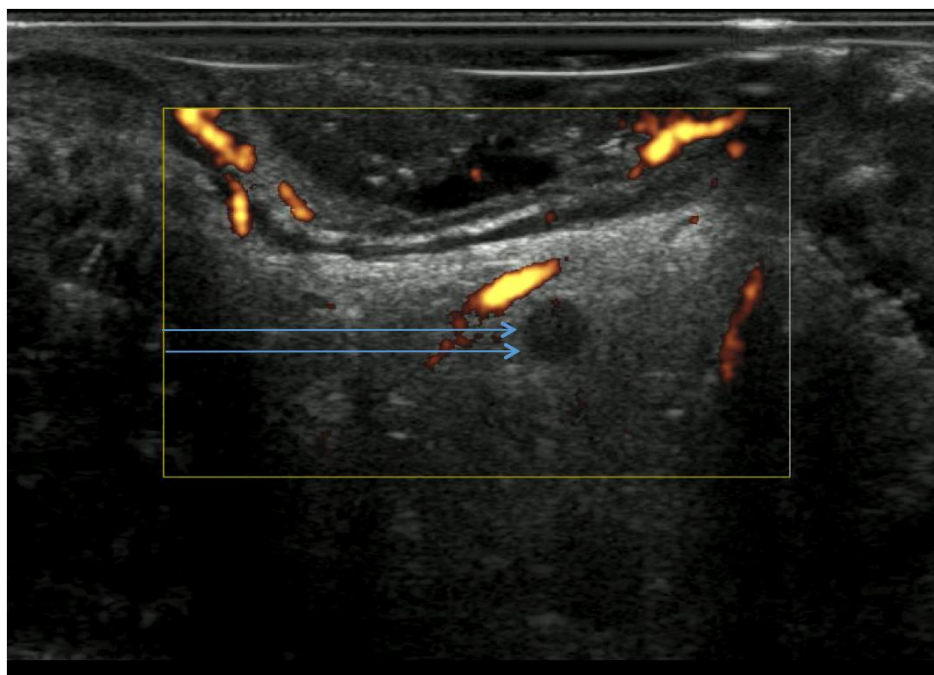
Ультрасонограмма ЭРУЗИ.
